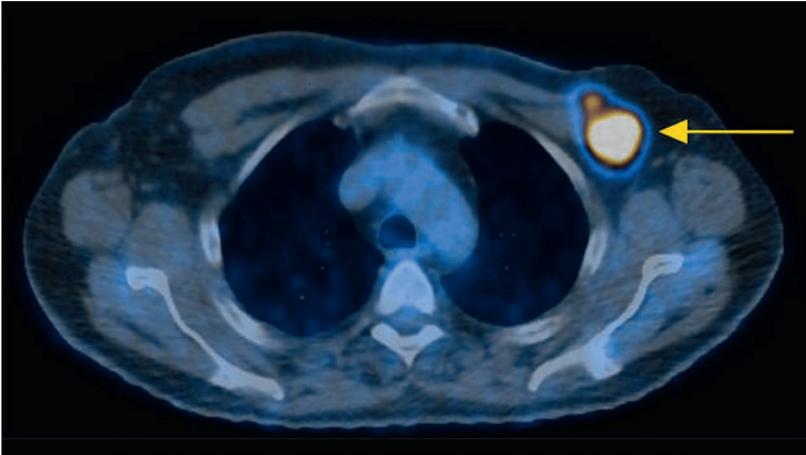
PET-CT mit 330 MBq F-18 FDG: solitärer axillärer Lymphknotenbefall links (Pfeil).
